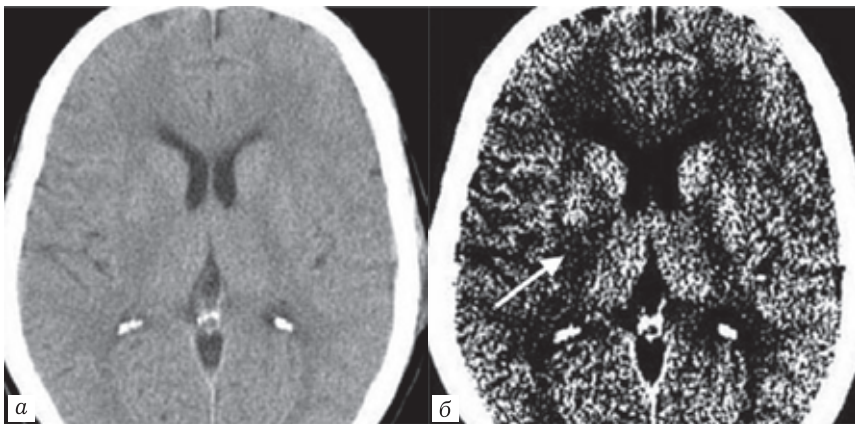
Компьютерные томограммы головного мозга пациента с ишемическим инсультом: *а* — стандартная шкала рентгеновской плотности для мозгового вещества; *б* — нестандартная шкала рентгеновской плотности для мозгового вещества
